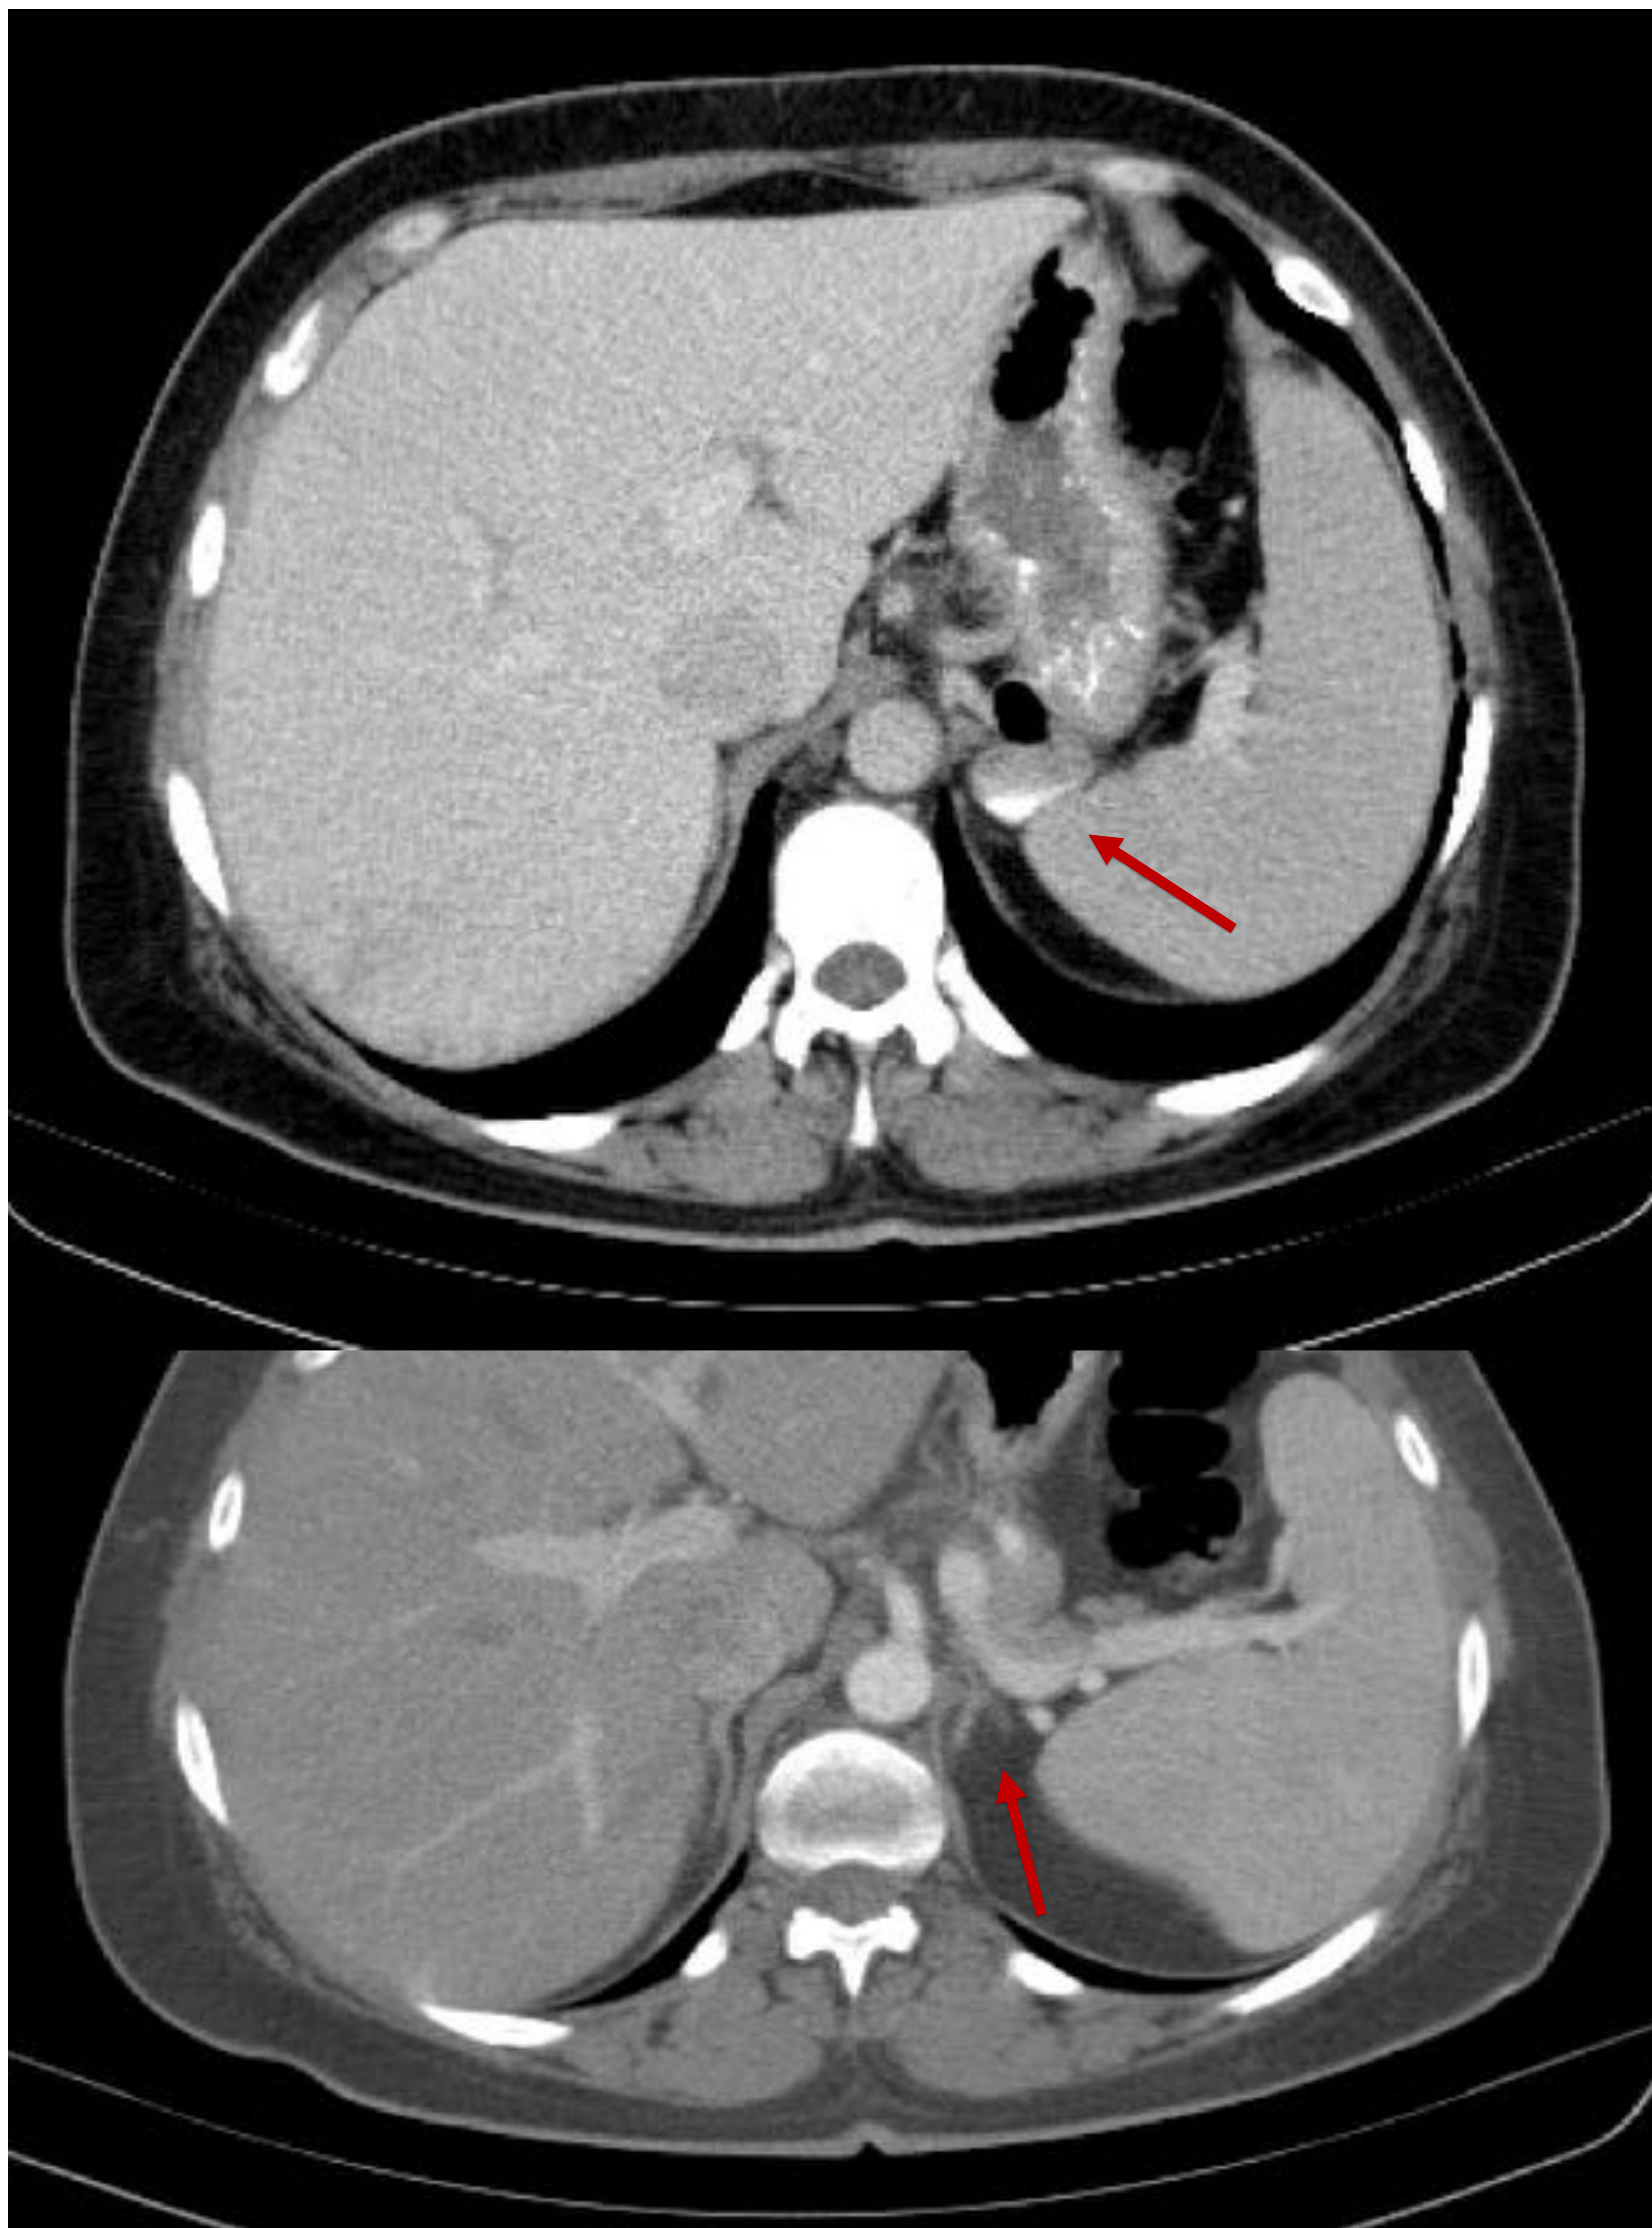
Imagen axial de TC abdominal (contraste oral e IV). Imagen sacular en la teórica localización de la glándula adrenal izquierda, que dado que presenta gas y material hiperdenso en su interior (contraste oral), parece corresponder con un divertículo gástrico no complicado (flecha roja).
